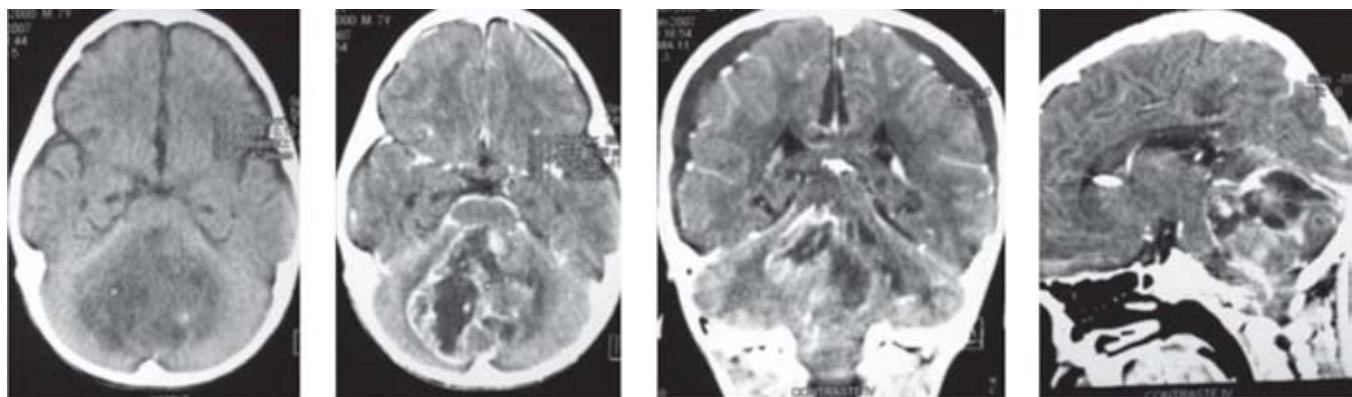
Tomografía axial computada del 6 de junio de 2007.
